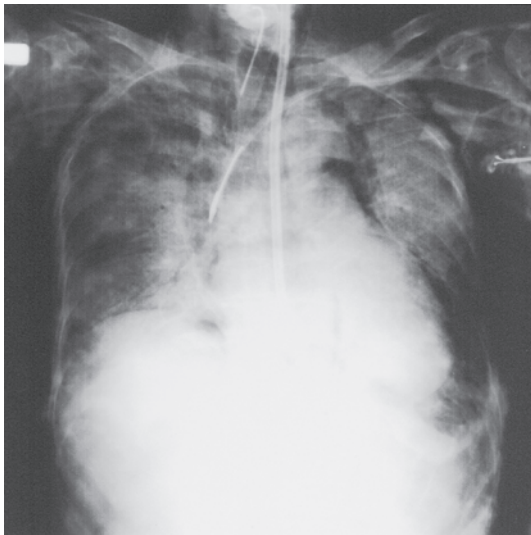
第11ICU病日胸部X線像。著明な縦隔気腫，皮下気腫を認める。
